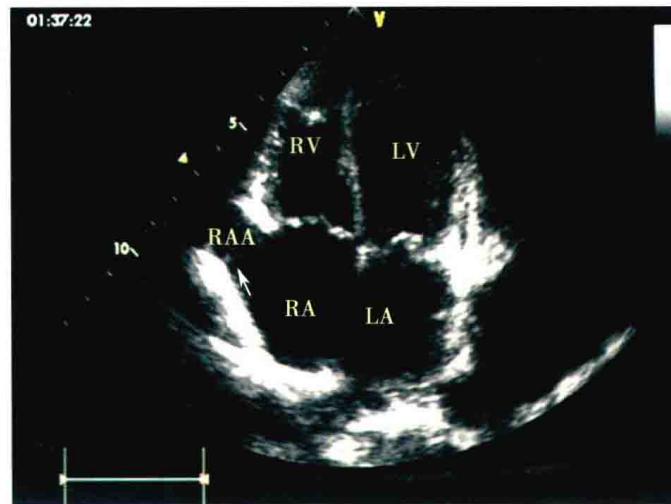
超声图像：心尖四腔心切面显示右心耳
